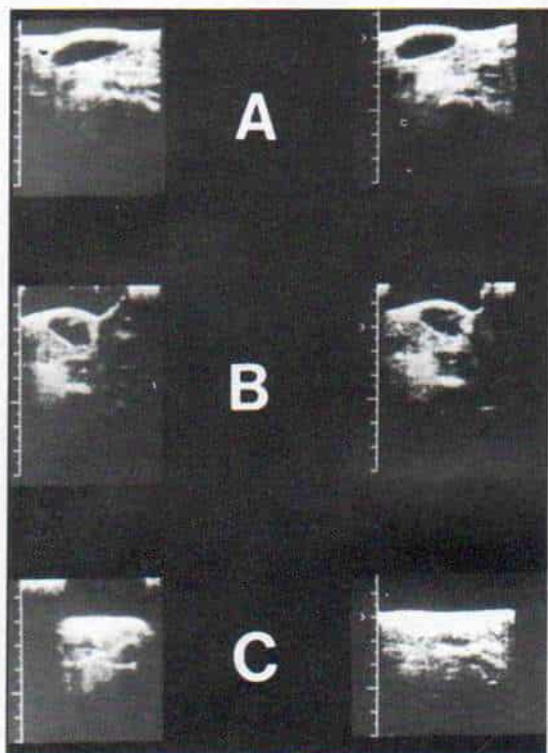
Ultrasonograma de ambas rodillas con un quiste poplíteo en la rodilla derecha.
